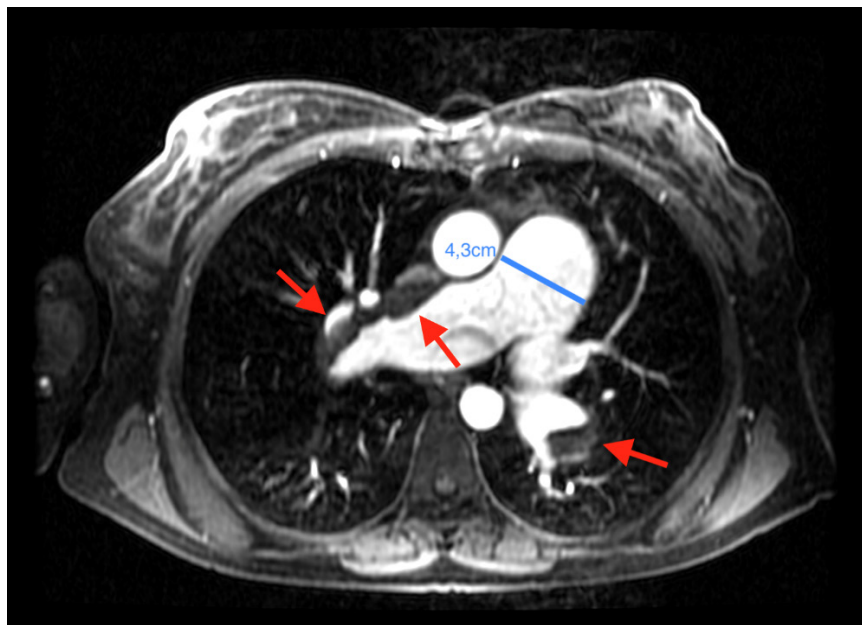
Ressonância magnética cardíaca evidenciando tromboembolismo na artéria pulmonar direita (seta vermelha) e o aumento do tronco da artéria pulmonar.
